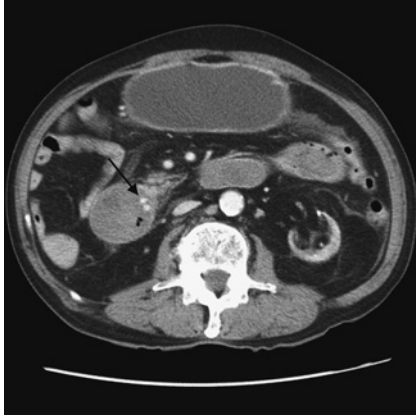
TAE 前の造影 CT 動脈相：十二指腸乳頭部付近に仮性動脈瘤が認められる (矢印)。
